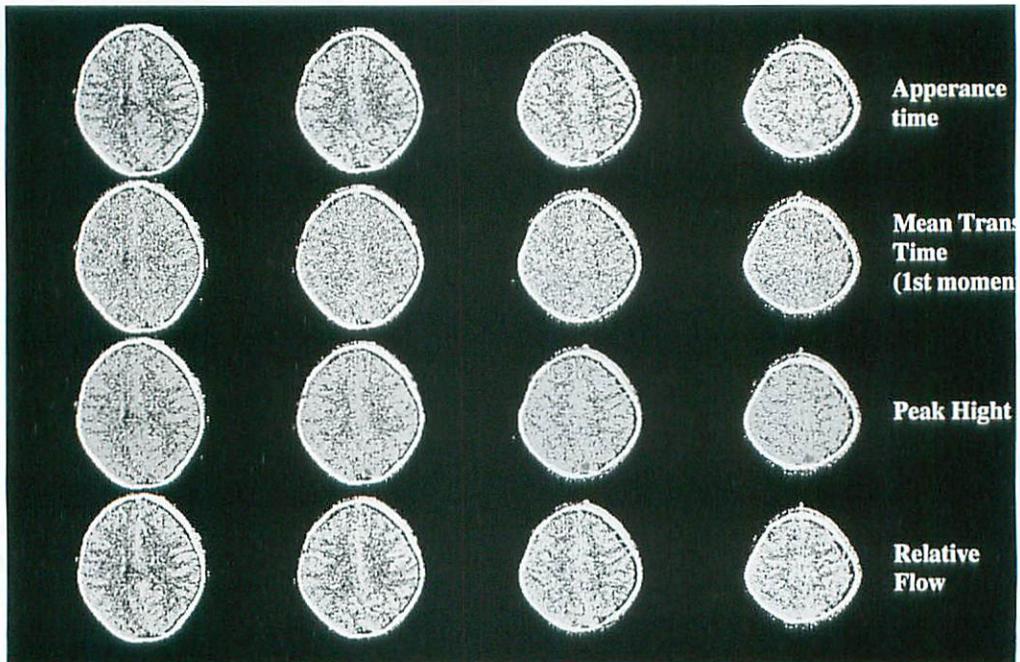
Functional map generated from the data of multislice dynamic CT.
